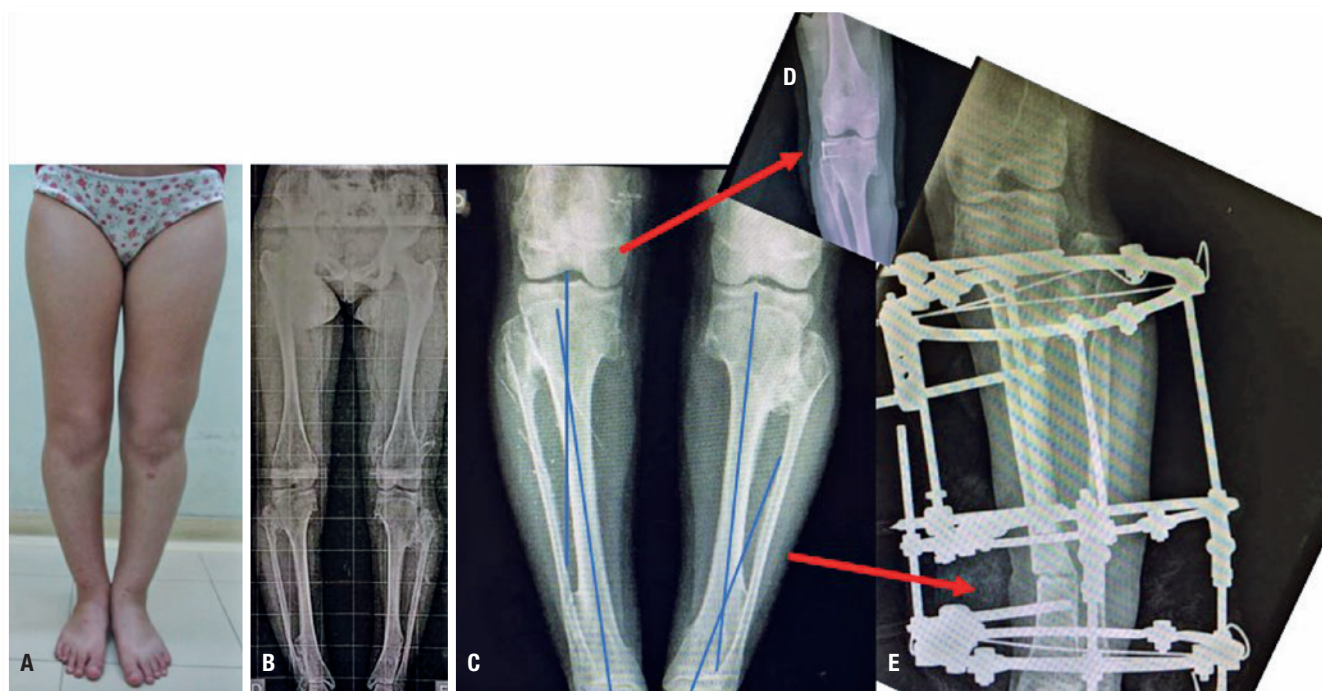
A. Imagem clínica da paciente com geno varo bilateral; B. Radiografia panorâmica dos membros inferiores; C. Radiografia das tíbias mostrando ápice da deformidade (CORA) proximal a d e distal a esquerda; D. Placa em oito a d; E. Fixador externo circular Ilizarov para correção da deformidade da tibia distal a esquerda
